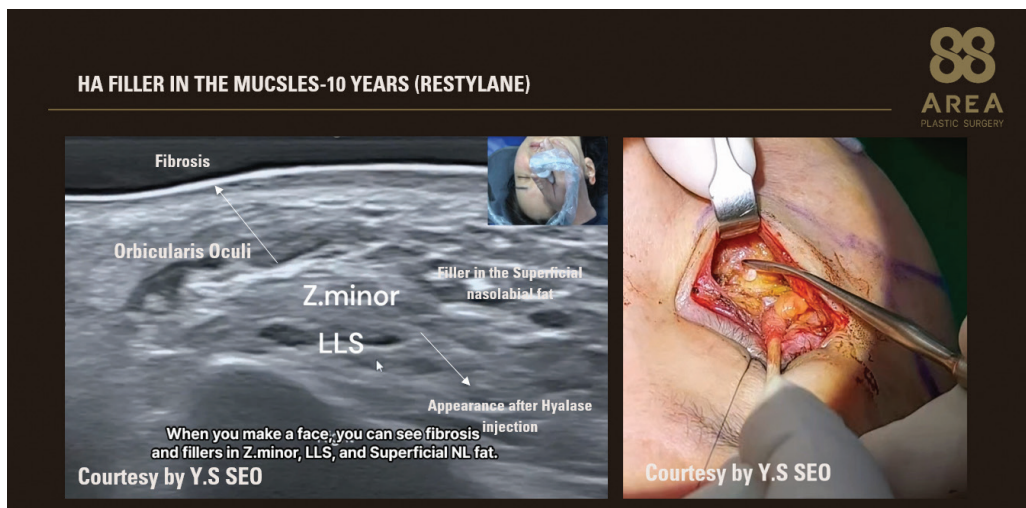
근육내에 HA 필러 주입 10년 후 초음파 영상 및 수술 시 확인된 잔여물
